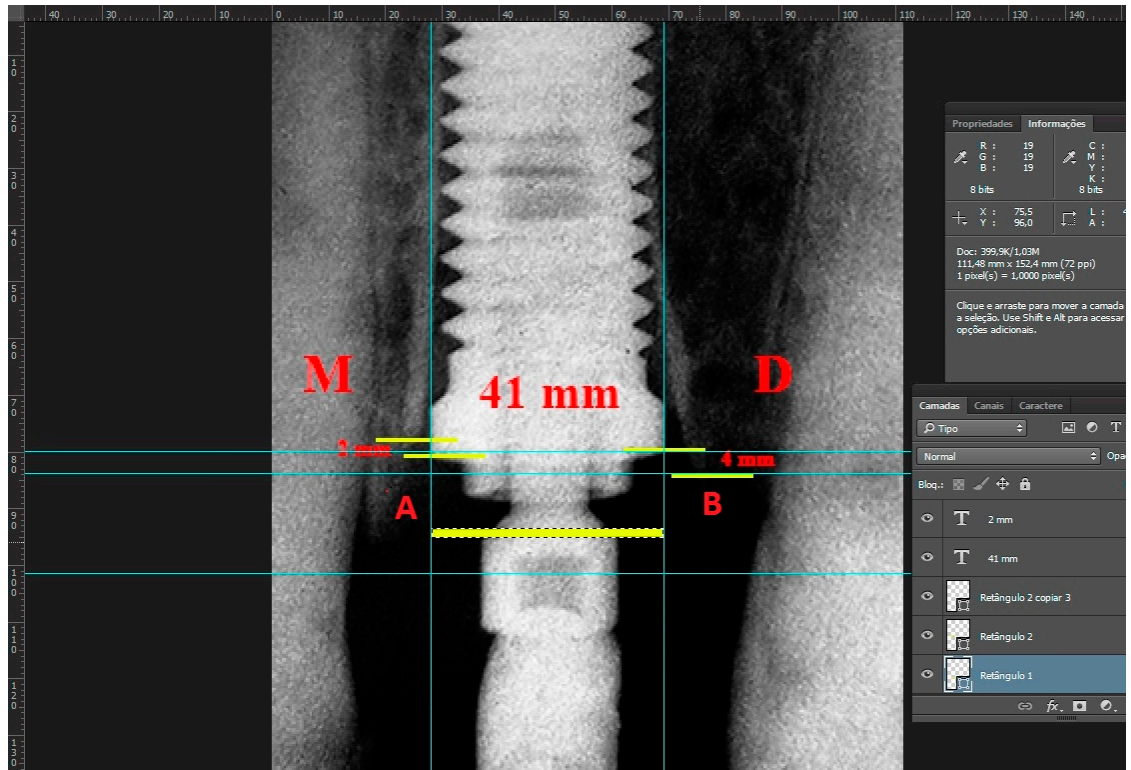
Análisis de la radiografía periapical, realizado con el programa Adobe Photoshop. A, Altura da cresta ósea remanescente por mesial. B, altura da cresta ósea remanescente por distal. M, mesial y D distal.
